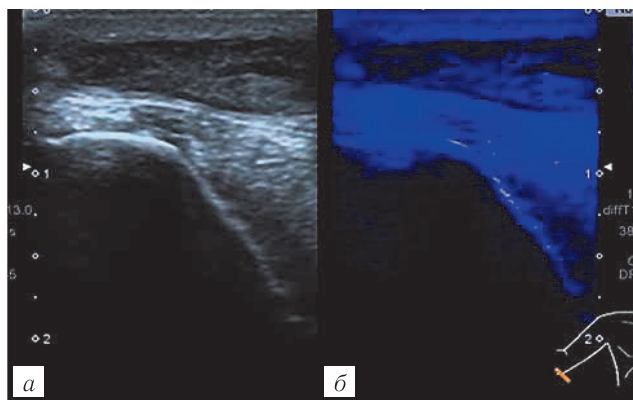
Больной Д., 28 лет. Хронический бурсит локтевого отростка: а — УЗИ, В-режим, продольное сканирование. Синовиальная сумка фиброзирована, оболочка сумки четкая, плотная; б — УЗИ, «MicroPure», продольное сканирование. На синем фоне, в структуре утолщенной синовиальной оболочки определяются мелкие гиперэхогенные включения (петрификаты — стрелка).
